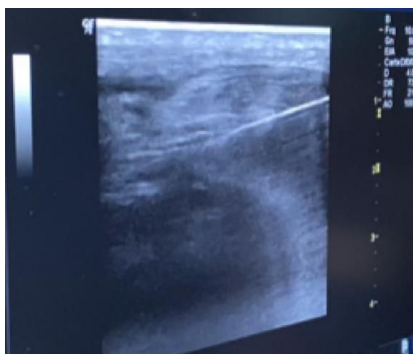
Image échographique peropératoire visualisant le contrôle du passage du fil à travers l'intranule.
